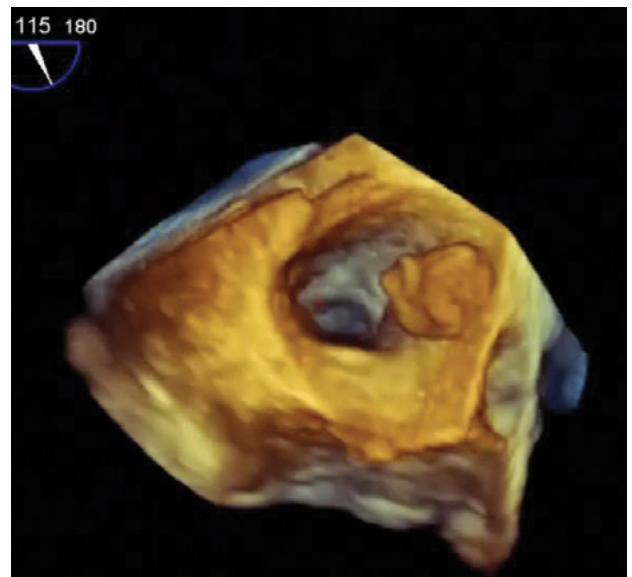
Imagen de ecocardiograma 3D que demuestra trombo (TR) en la orejuela izquierda (OI). AI: aurícula izquierda.
